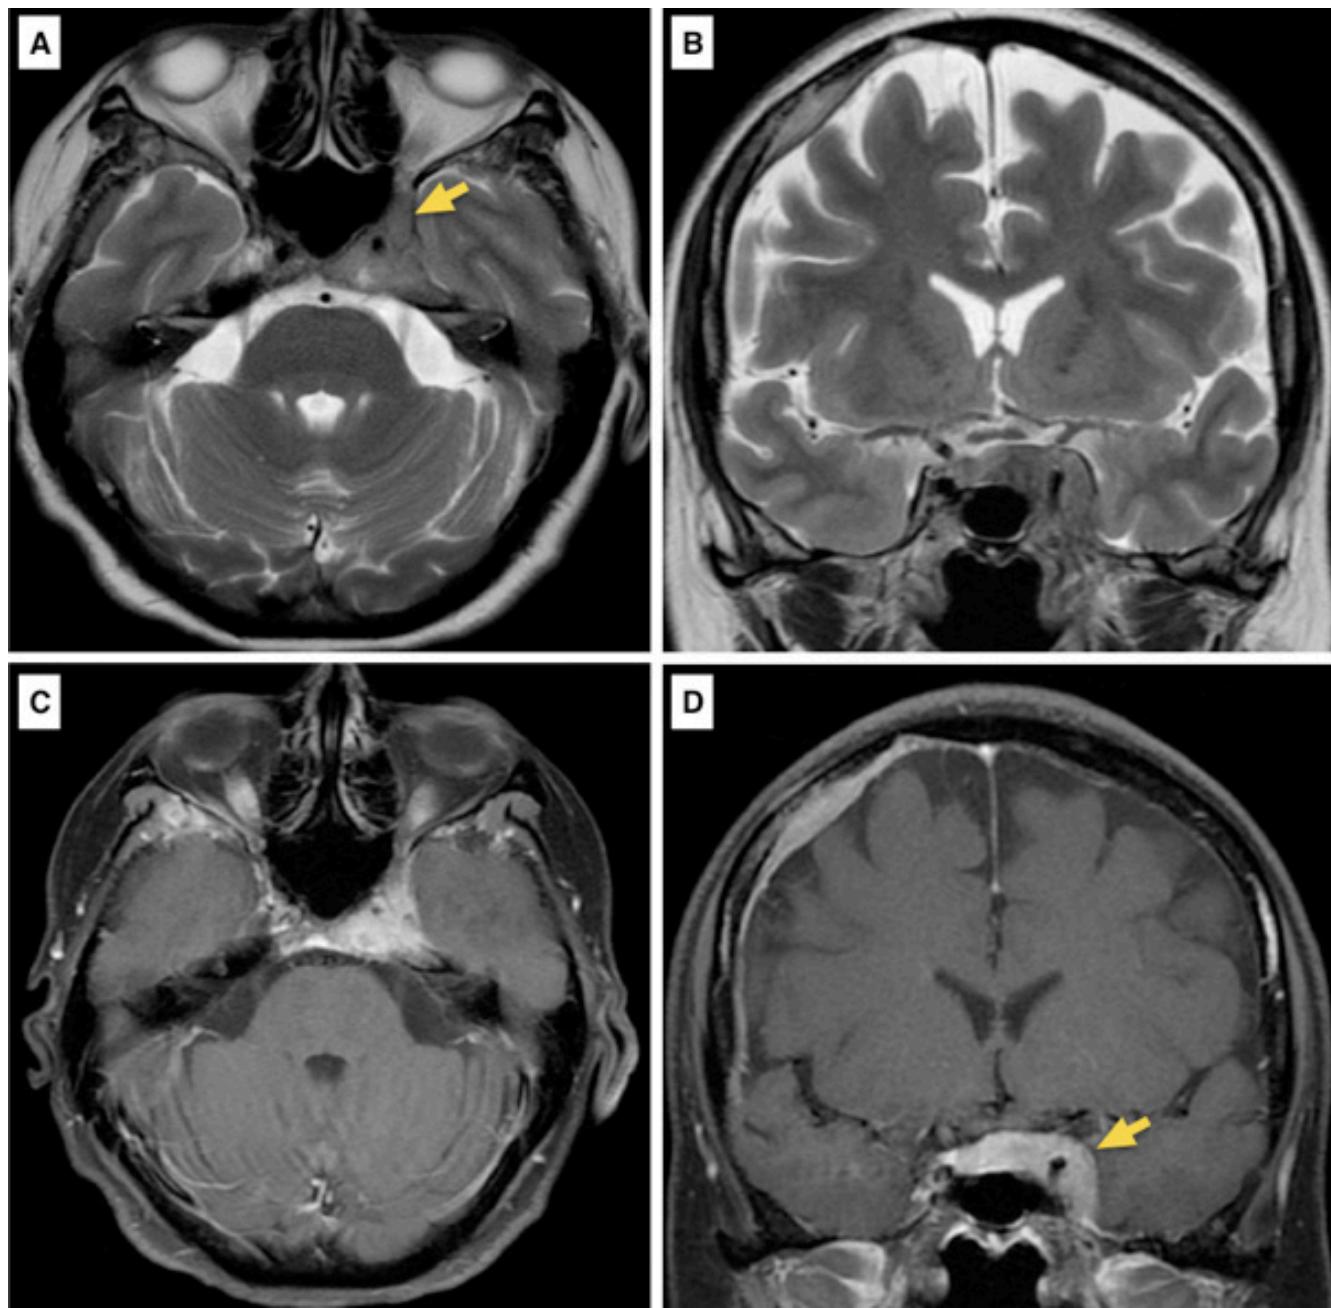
IRM de cráneo ponderada en T2, corte axial (A) y coronal (B). En secuencia T1 después de la administración de gadolinio (C) se muestra una lesión tumoral que realza con el contraste en el seno cavernoso izquierdo, de aspecto lítico expansivo, que irrumpe la clinoides posterior y se extiende a la región selar y el ápex petroso, envolviendo a la arteria carótida interna. También se observa realce paquimeningeo frontoparietal derecho en relación a infiltración (D). Las flechas ilustran la localización del tumor.
